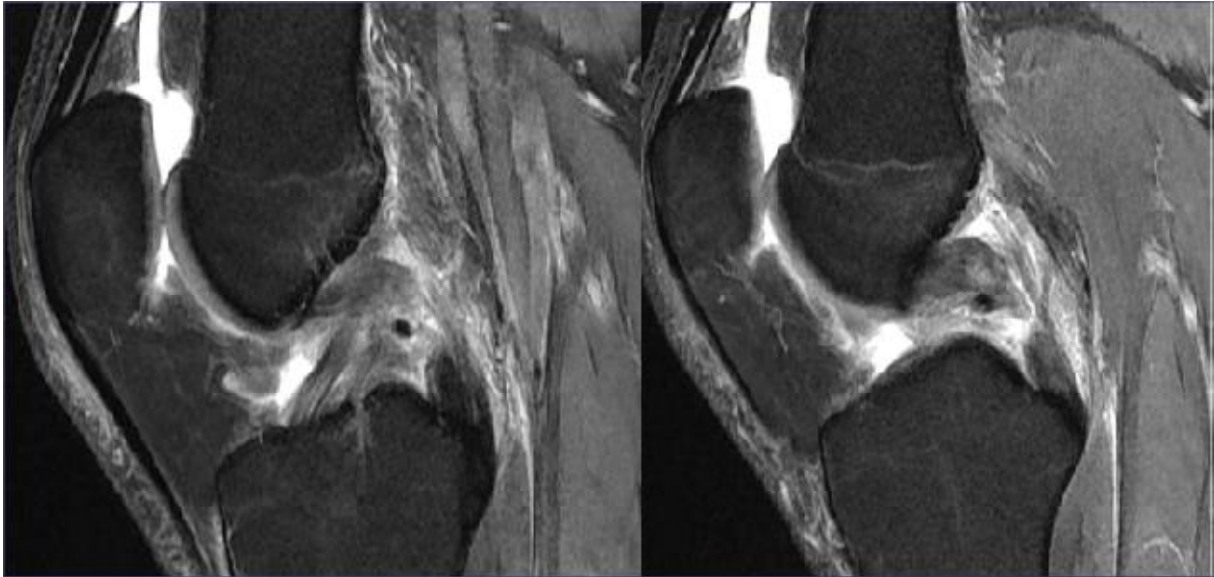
Aspect d'interruption du LCP sur l'IRM [13]
